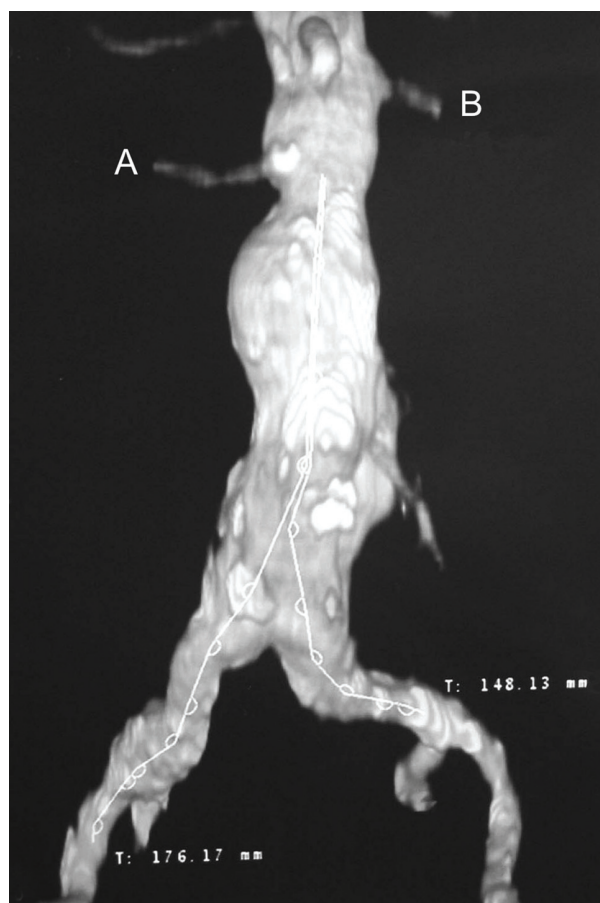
Tomografia computadorizada (reconstrução tridimensional) mostrando AAA justa-renal com colo infra-renal de 5 mm em relação à artéria renal direita (A), e 28 mm em relação à esquerda (B)
